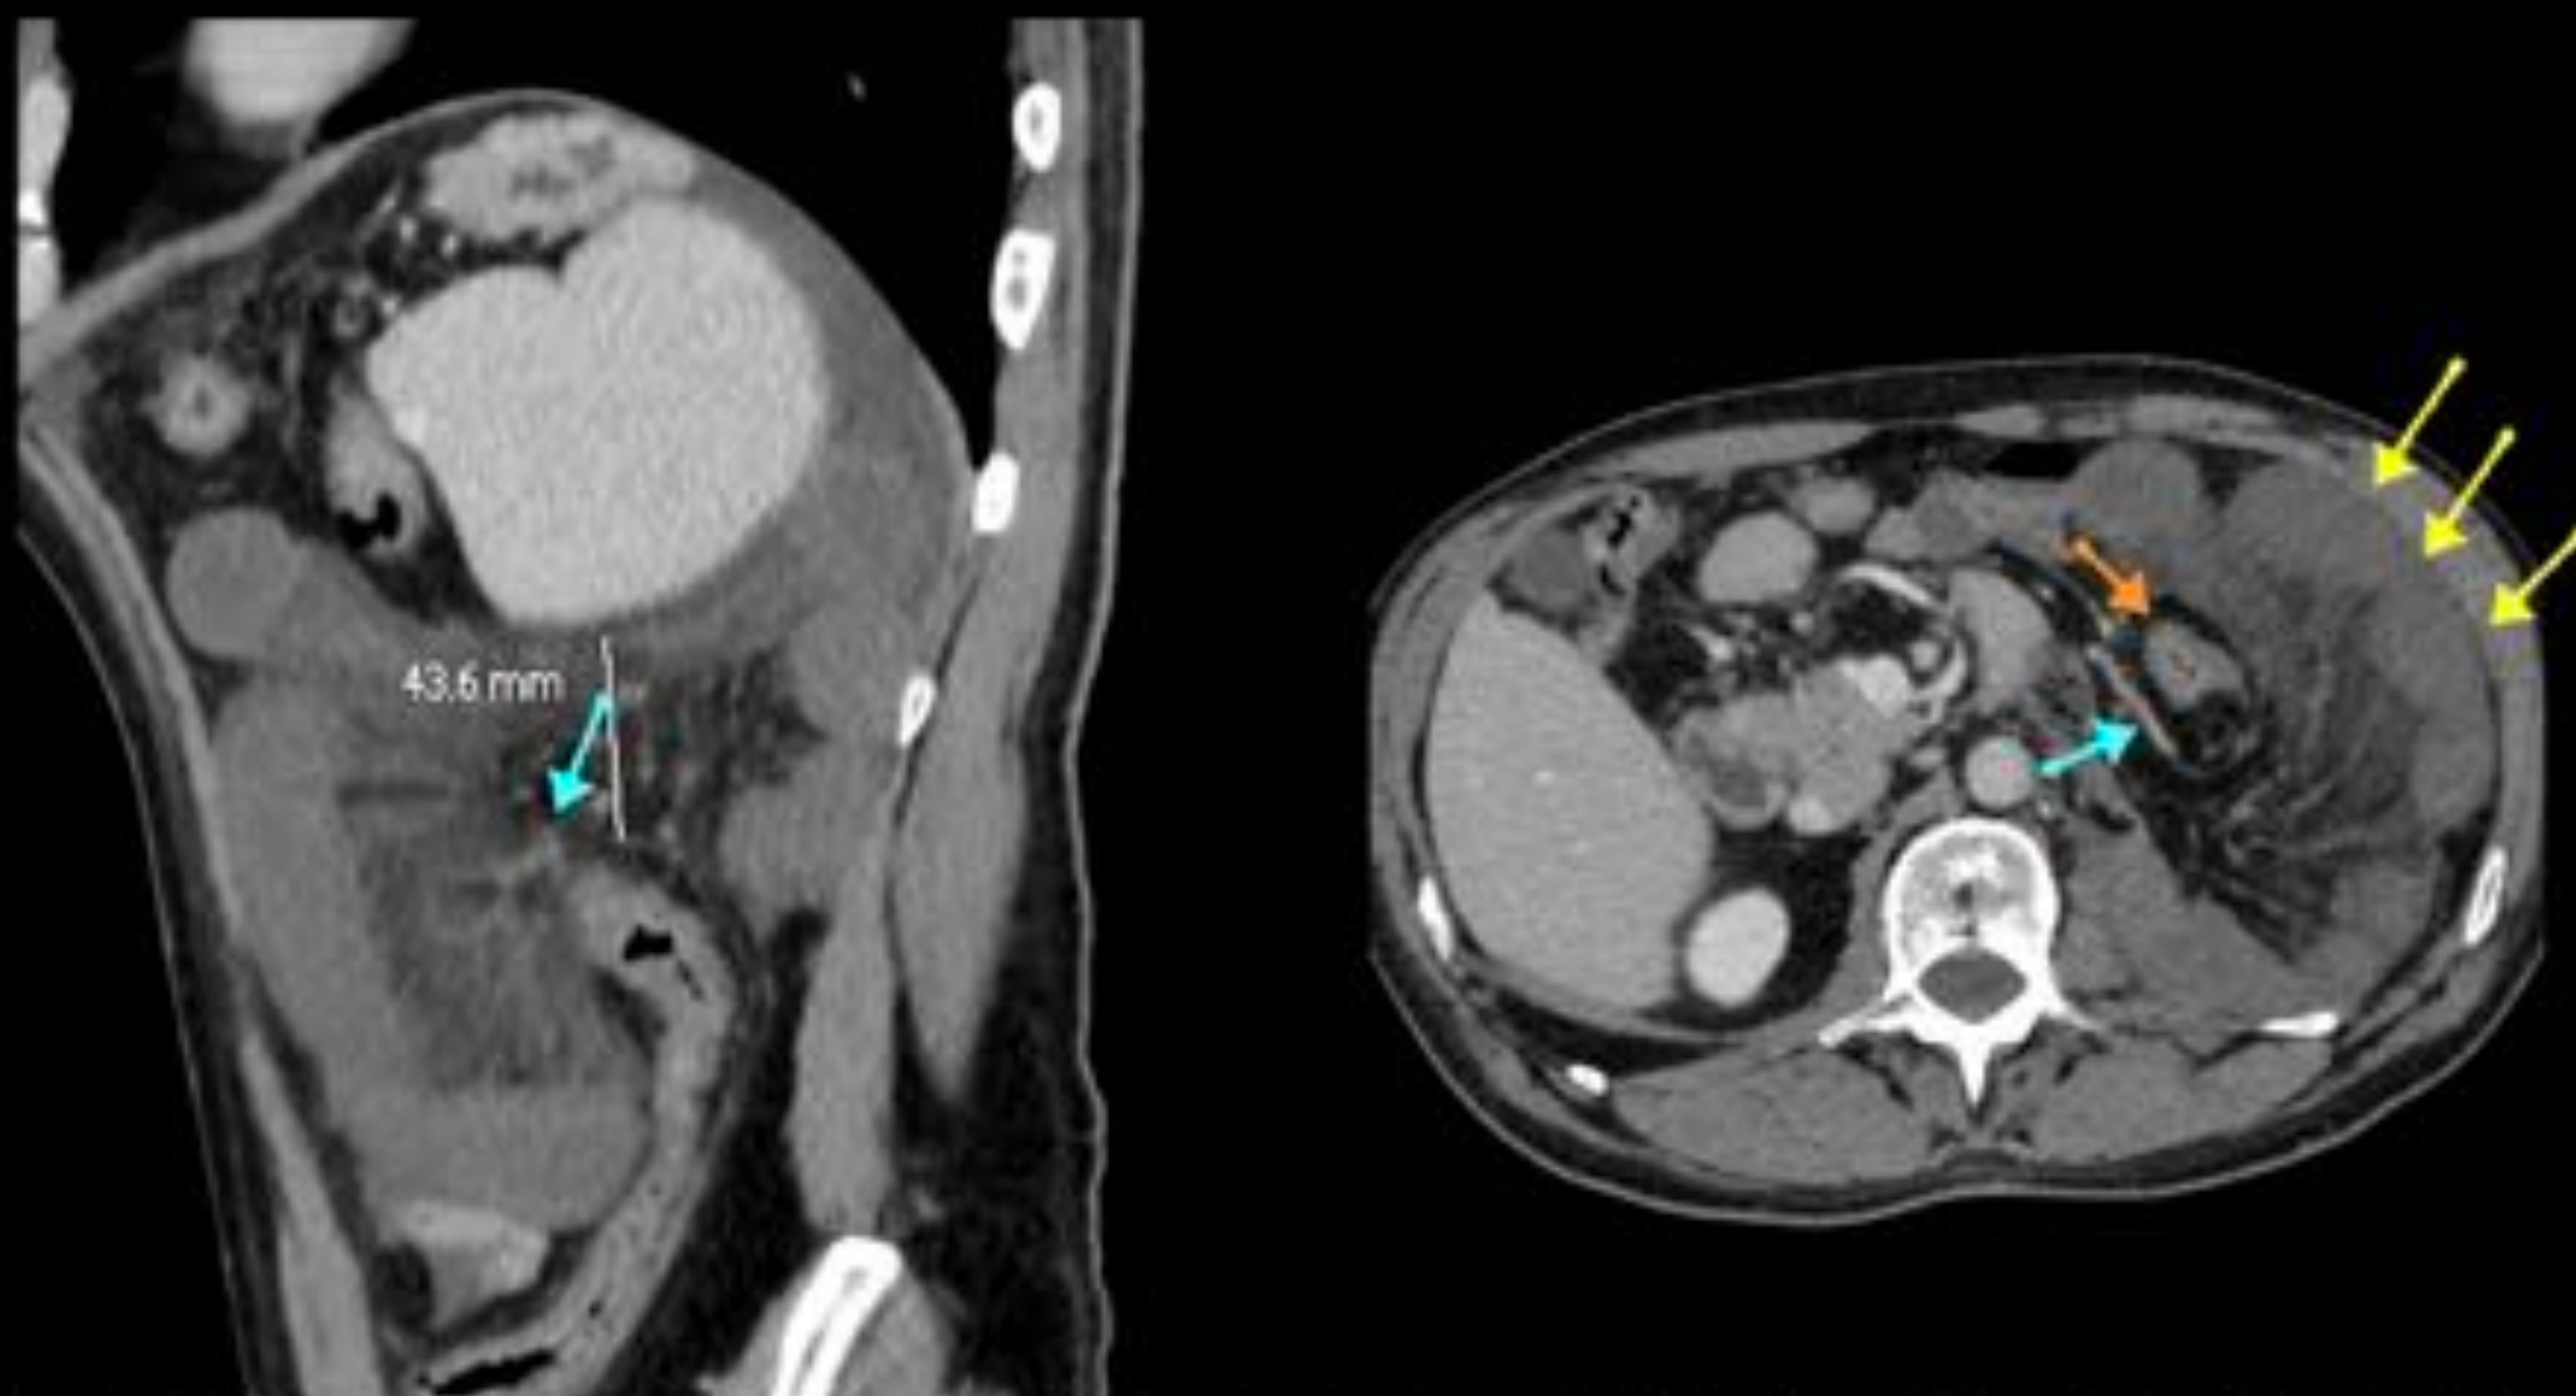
Varón de 55 años que consulta en urgencias por dolor en hipocondrio-riano derecho de 2 horas de evolución con náuseas y vómitos. Se realiza TC abdomino-pélvico con contraste. Se observan asas de íleon (flechas amarillas) situadas entre pared abdominal izquierda y colon descendente (flechas naranjas), encontrándose éste rechazado en sentido medial. Dichas asas se encuentran engrosadas, rodeadas de líquido libre, sin prácticamente captación del contraste administrado y con la grasa mesentérica edematosa. Su meso (flechas azules) pasa por debajo del colon descendente a través de un ojal de unos 4 cm. Estos hallazgos son compatibles con hernia interna y estrangulación de sus vasos mesentéricos, secundario a rotación de las asas sobre su eje, con isquemia mesentérica de dichas asas.
